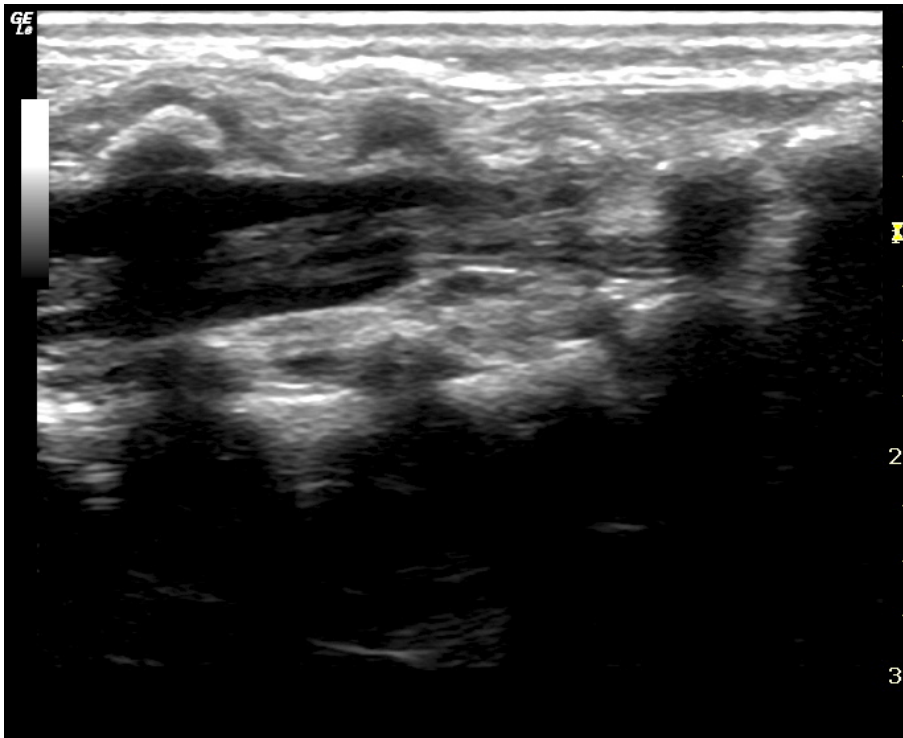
Moelle : repères échographiques en coupe longitudinale.
